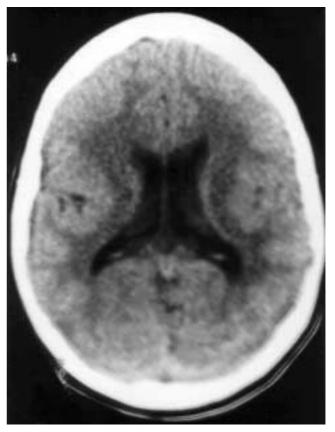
Caso 2. Corte axial TC craneal: De forma simétrica, el córtex perisilviano se encuentra muy engrosado, dando la apariencia de macrogiria o paquigiria.
